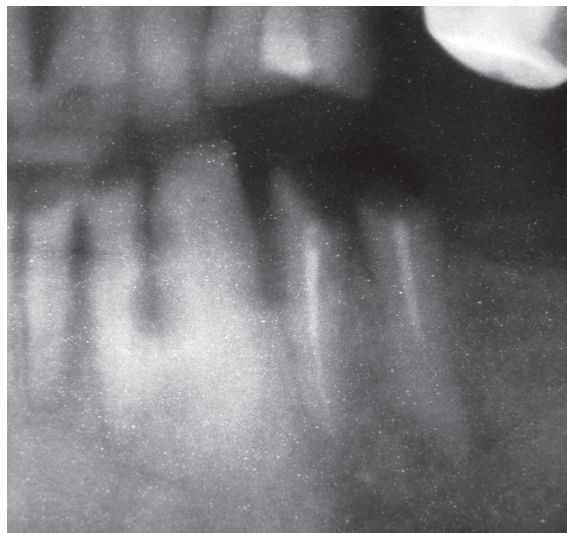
Proces patologic periapical + obturație radiculară incompletă d. 34
